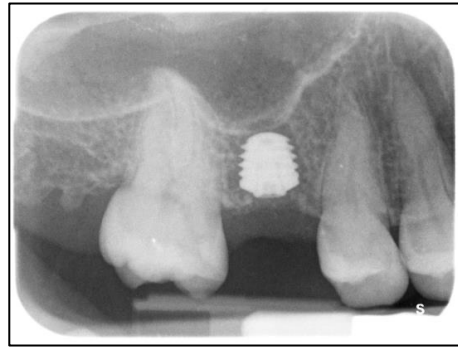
Postoperative Röntgenkontrolle nach Implantatinserterion
